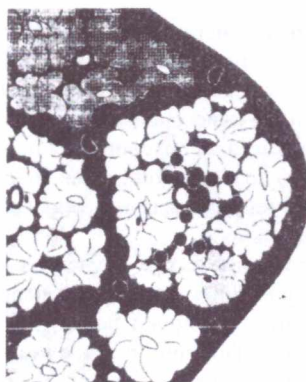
Патоморфологические варианты (перибронхиальный, периваскулярный, междольковый) распространения гранулемы при саркоидозе в КТ-изображении.
